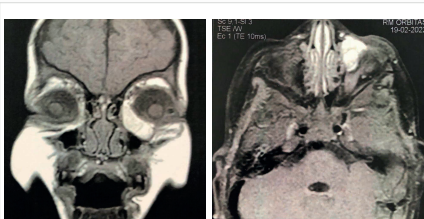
RM (T1): Cortes coronal e axial, respectivamente, evidenciando presença de lesão extraconal inferomedial sugerindo má-formação arteriovenosa.
